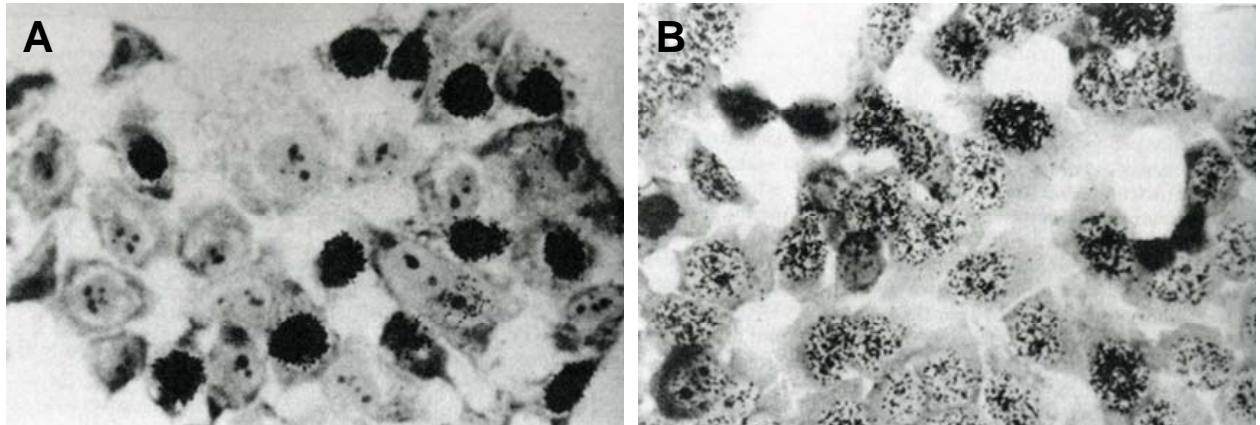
Les autoradiographies obtenues à la fin du test UDS réalisé sur des cellules HeLa
